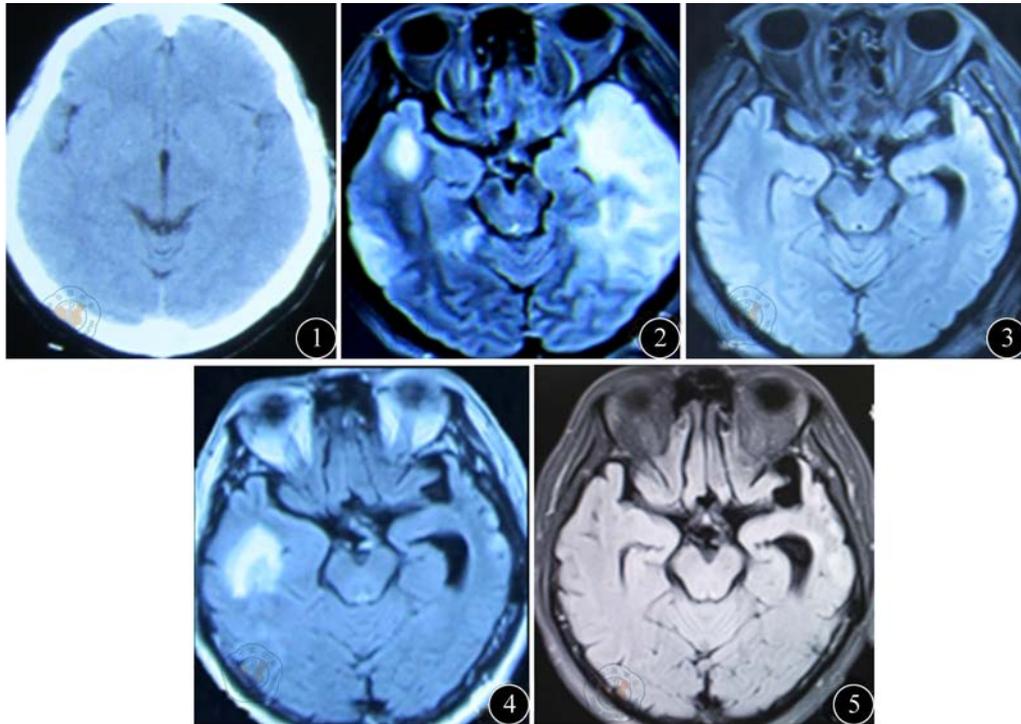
例3发病1周内头颅CT未见异常(2010-09-28) 图2 1个月后头颅MRIflair像示左侧额颞顶枕叶、右侧额顶叶多发病灶,水肿明显(2010-11-05) 图3 治疗后病灶缩小(2010-12-03) 图4 病情复发头颅MRI示右额叶出现新发病灶,左额叶萎缩(2012-09-06) 图5 抗病毒治疗3个月后MRI示病灶消失(2012-12-07)
